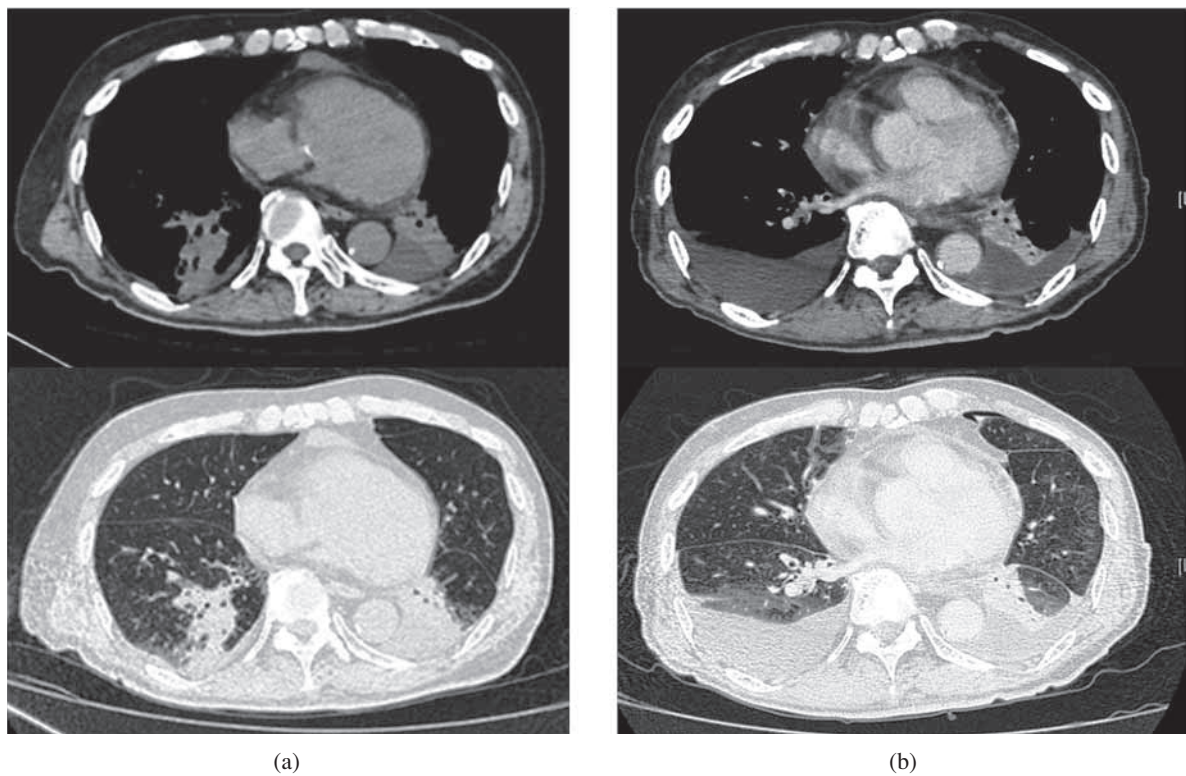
(a) Chest CT taken on X-1 year showing infiltrative shadow in the right inferior lobe, and little bilateral pleural effusion. (b) Chest CT after drainage of left pleural effusion after the hospitalization showing bilateral pleural effusion, and left lower lobe atelectasis.
